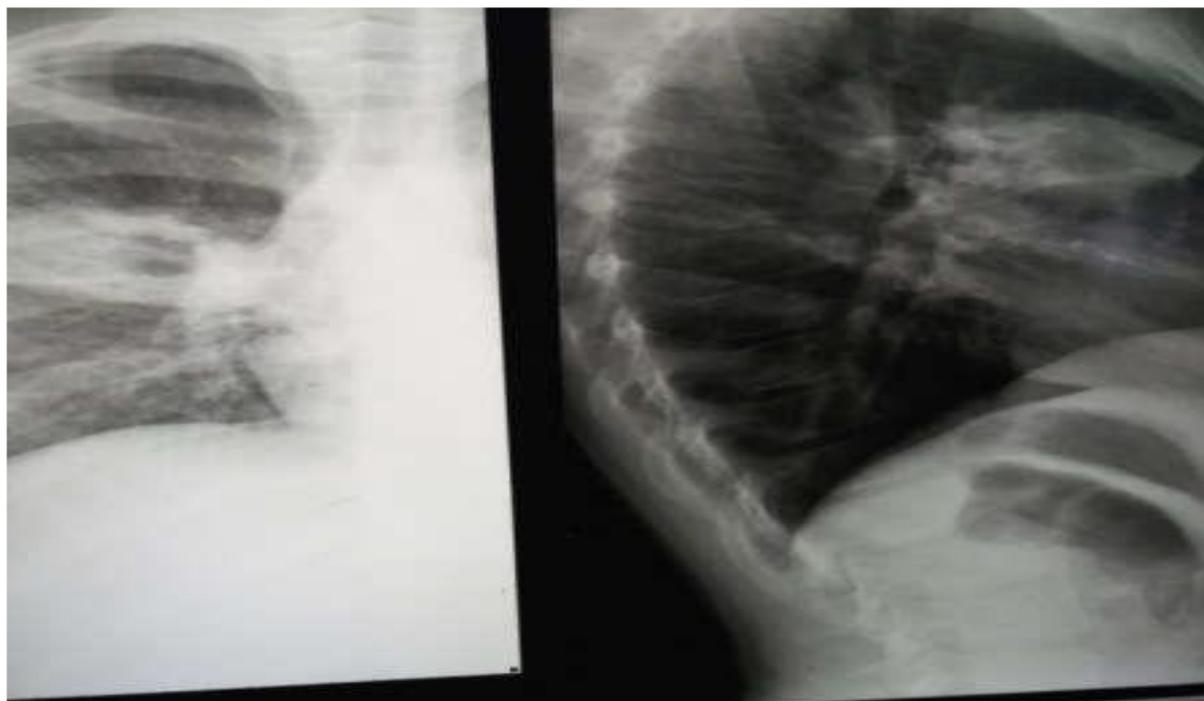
6. Рентгенограмма ОГК ВИЧ-инфицированного пациента, в двух проекциях с права в прикорневой зоне фокус затемнения с нечеткими наружными контурами и полостью распада, первичный туберкулёзный комплекс в фазе распада, МБТ +
